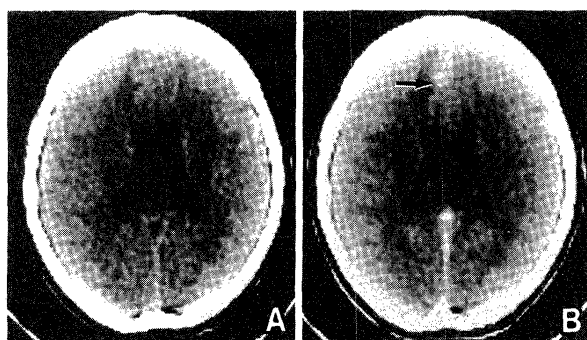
Computerized tomography scan revealing an iso-density mass in the left frontal area (A), which is homogeneously enhanced (arrow) (B). A low-density area is also shown around the mass lesion.
